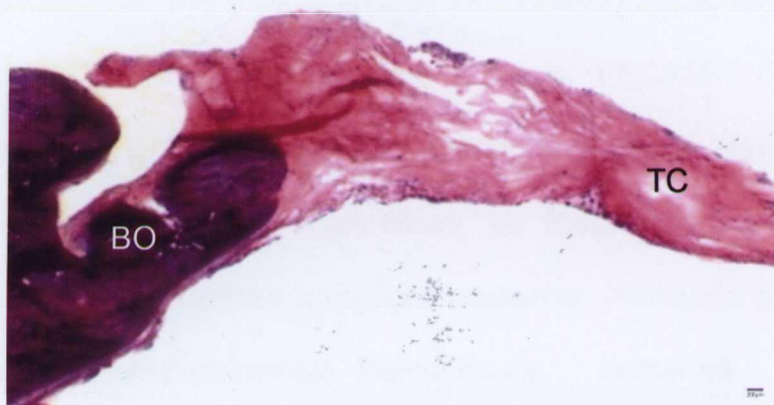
GIV 120D HE. Presença de tecido conjuntivo preenchendo o defeito. Legenda: Tecido conjuntivo (TC); Borda óssea (BO).
